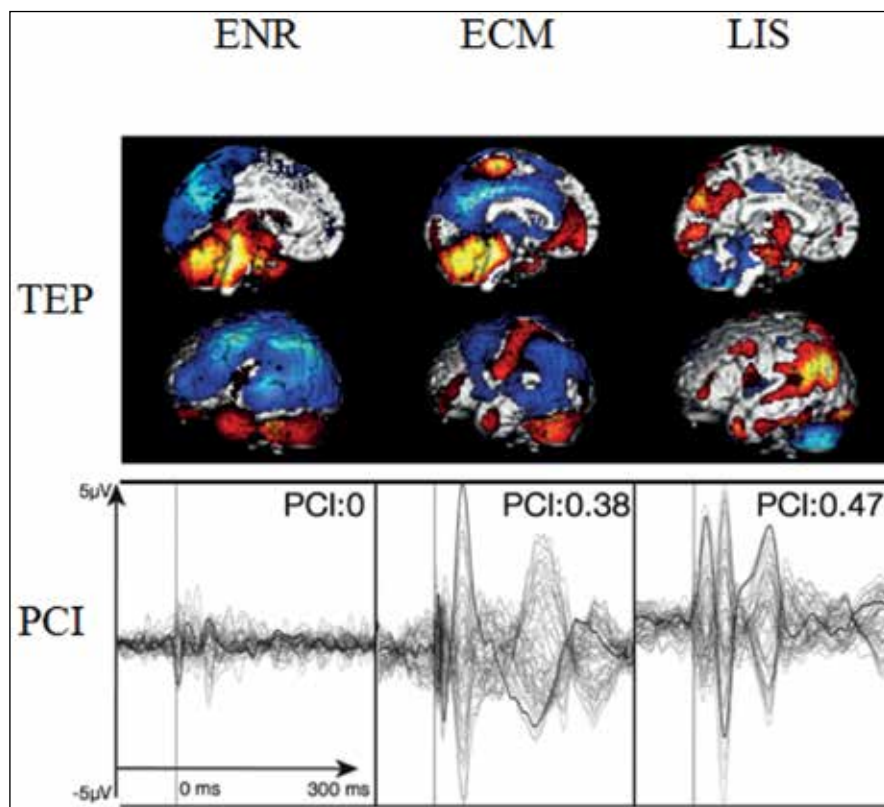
Résultats de la 18FDG-TEP et PCI associés typiques chez les patients en ENR, en ECM et en LIS (adapté de [58]).
